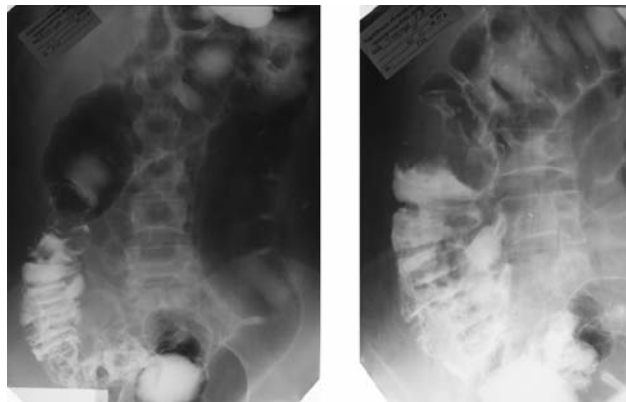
Рентгенограмма слепой и восходящей ободочной кишки в фазу заполнения воздухом в прямой (а) и косой (б) проекциях. Сохраняется стойкий циркулярный дефект заполнения: экзофитный рак восходящей кишки, туберозная форма
